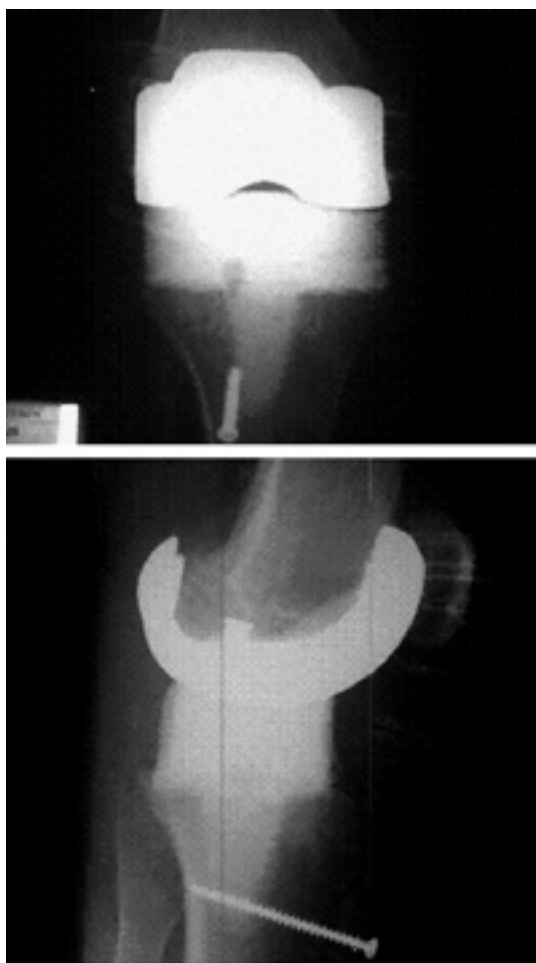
Рентгенограммы коленного сустава после установки временного эндопротеза.
